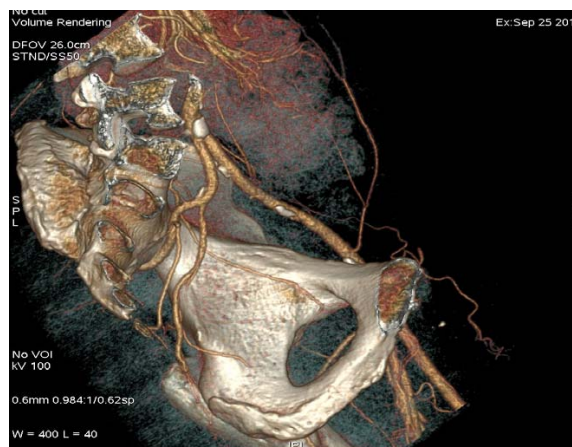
Volume Rendering of a patient after stenting and angioplasty. The arrow indicates the stent in the common iliac artery bifurcation. Multispiral computer contrast tomographic angiogram
